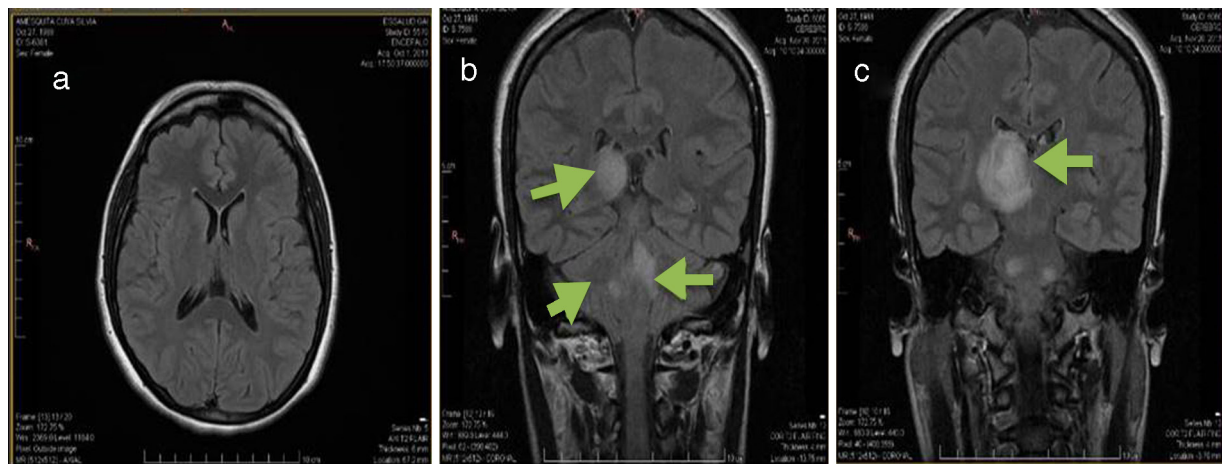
Resonancia magnética cerebral en secuencia T2-FLAIR: a) primer estudio realizado en la paciente, sin evidencia de lesiones (corte axial); b y c) estudio realizado 2 meses después (corte coronal) que muestra una lesión en tálamo derecho, protuberancia y pedúnculos cerebrales (flechas).
